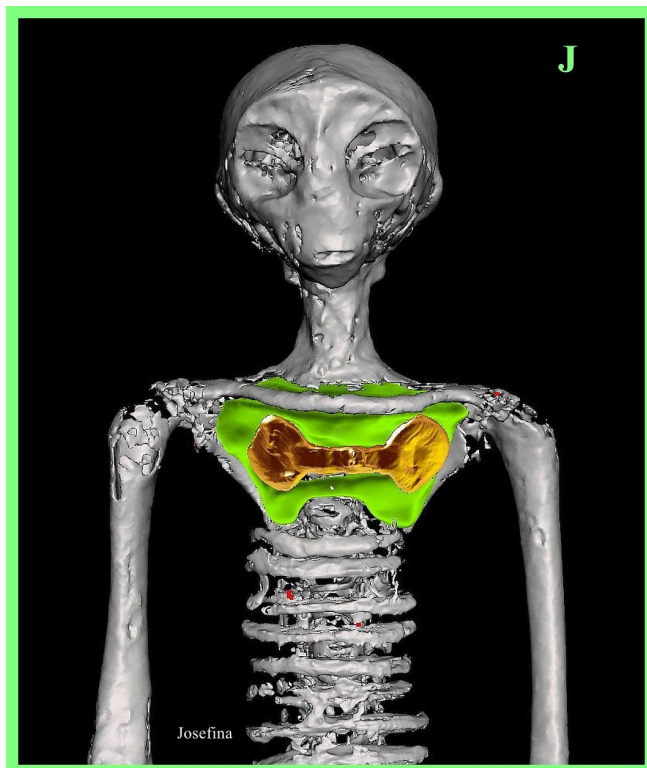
TC 3D que muestra a 'Josefina' con la cavidad de la pared torácica llena de aire (en verde).
